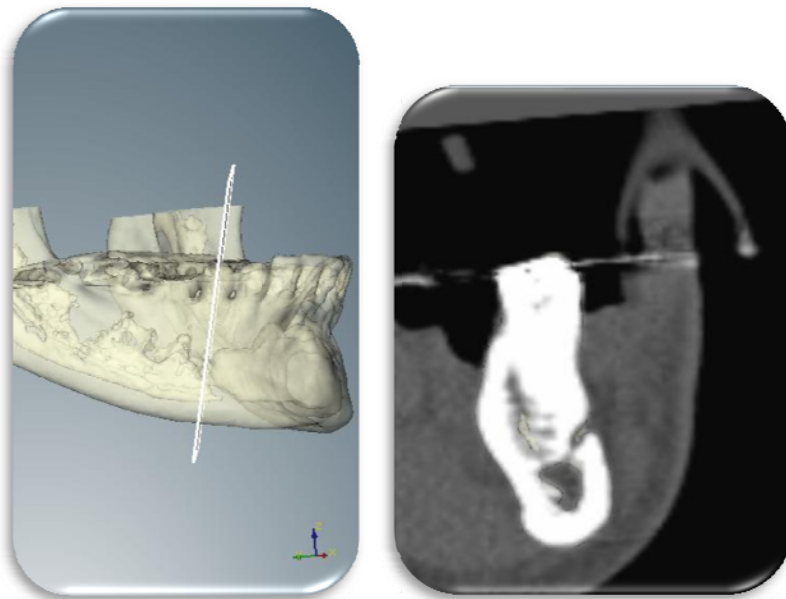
TAC donde se establece la extensión real de la lesión y se descarta la posibilidad de perforación de la cortical ósea vestibular y/o lingual.
